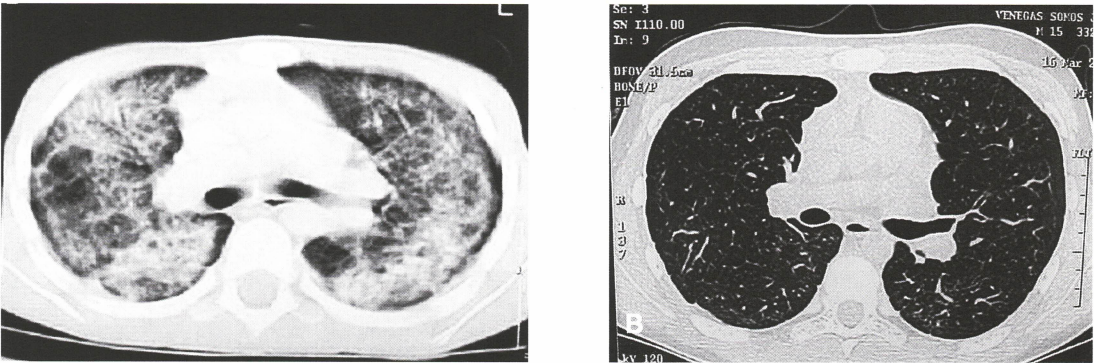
A: TAC tórax: Muestra a nivel subcarinal extensas zonas de consolidación nodular (pre-tratamiento) (paciente 5). B: TAC tórax: Se observa a nivel subcarinal escaso infiltrado intersticial micronodular difuso bilateral, de carácter residual (post-tratamiento) (paciente 5).
